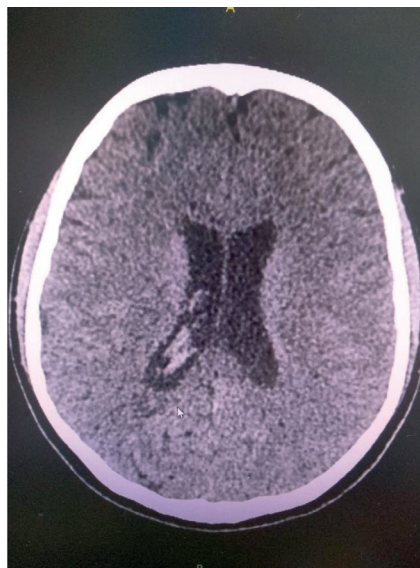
КТ головного мозга от 19.11.19г: КТ признаки ВЖК.
